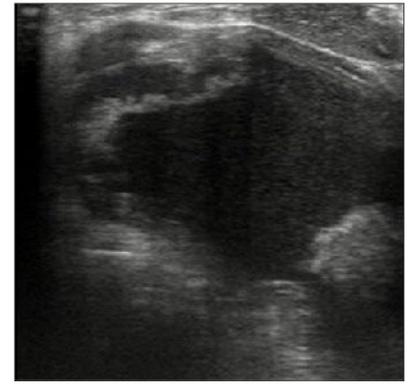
Ecografía cervical. Masa quística de 6,5 cm de diámetro con paredes engrosadas, que contacta y desplaza el polo inferior del LTI. Resto normal.
